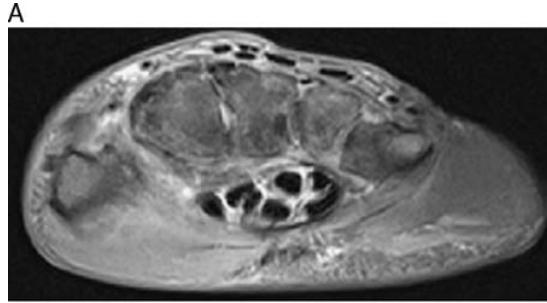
Magnetic resonance imaging (MRI) and bone scan results of case 1 taken at onset of arthritis (after 16mo of treatment).
